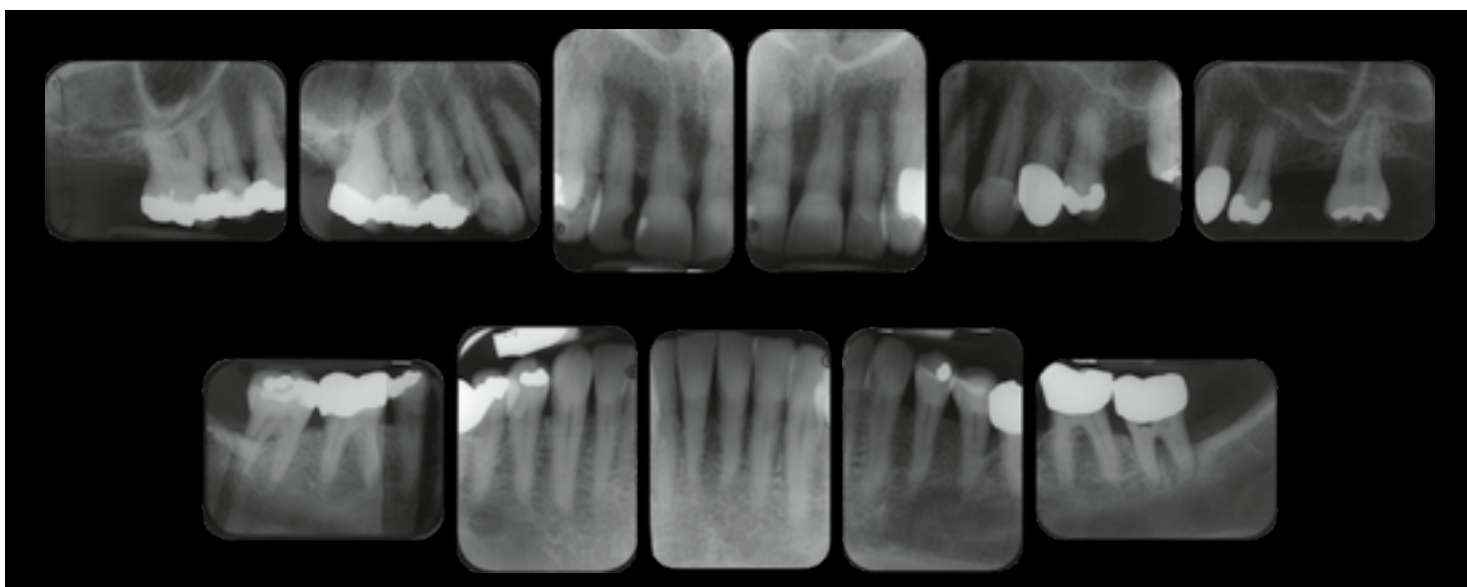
Röntgenstatus Ausgangssituation
